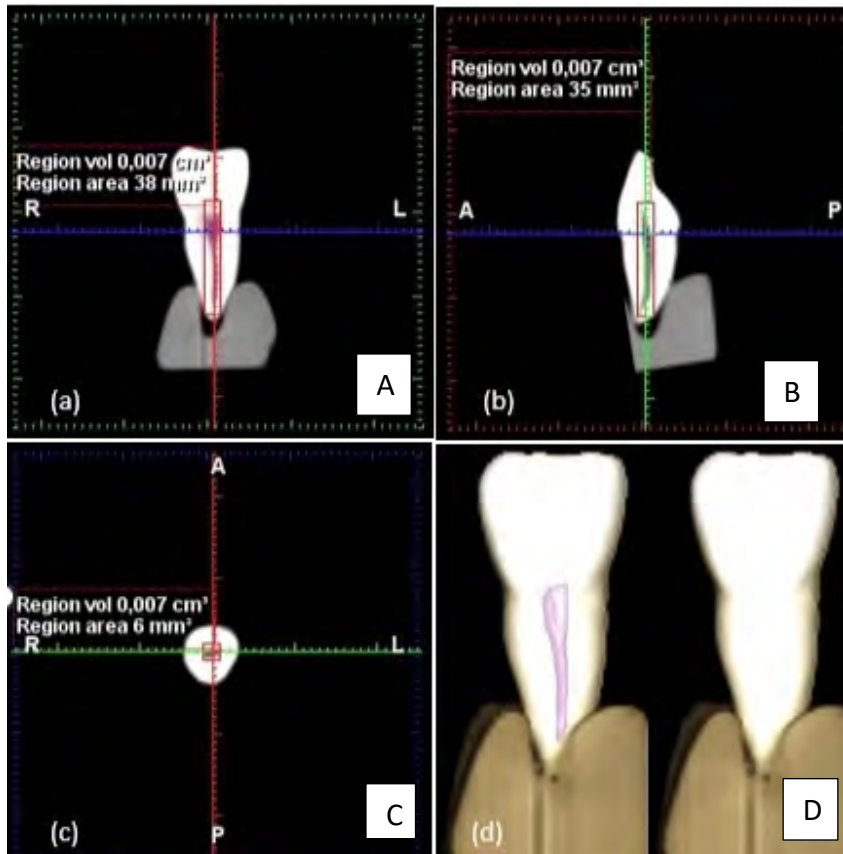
CBCT del espécimen donde se muestra la medición del volumen pulpar en los 3 planos del espacio. A: Plano coronal; B: Plano sagital y C: Plano axial; D: Reproducción tridimensional del volumen pulpar.
